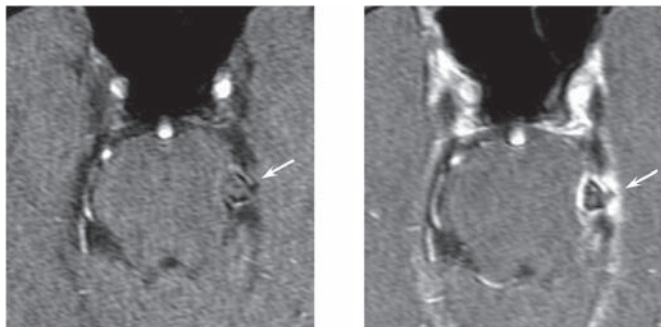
МР-томограмма: спонтанное тромбирование аневризмы левой ВМА (слева — до введения контрастного вещества (стрелка), справа — после введения контрастного вещества (стрелка)).
